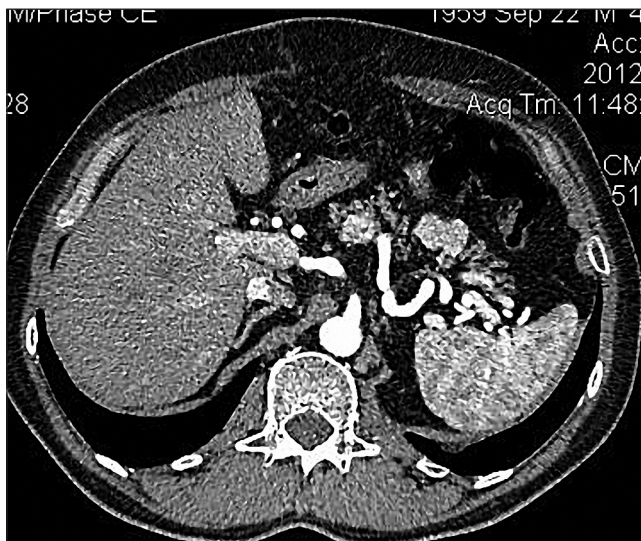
3А. КТ брюшной полости, артериальная фаза, аксиальный срез
